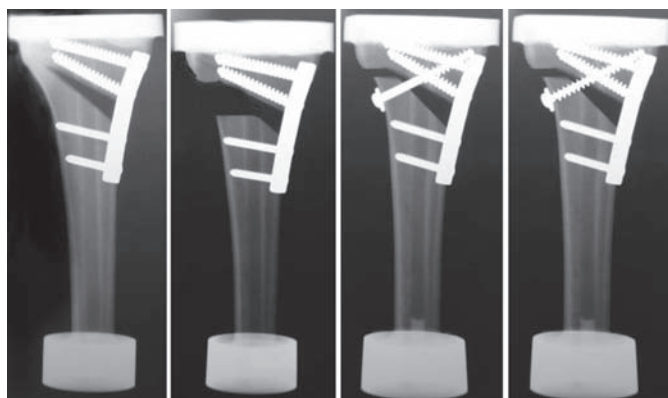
Radiografias dos modelos: A) cortical íntegra, B) cortical rompida(GAP), C) parafuso de estabilização lateral com compressão, D) parafuso de estabilização lateral com compressão.
